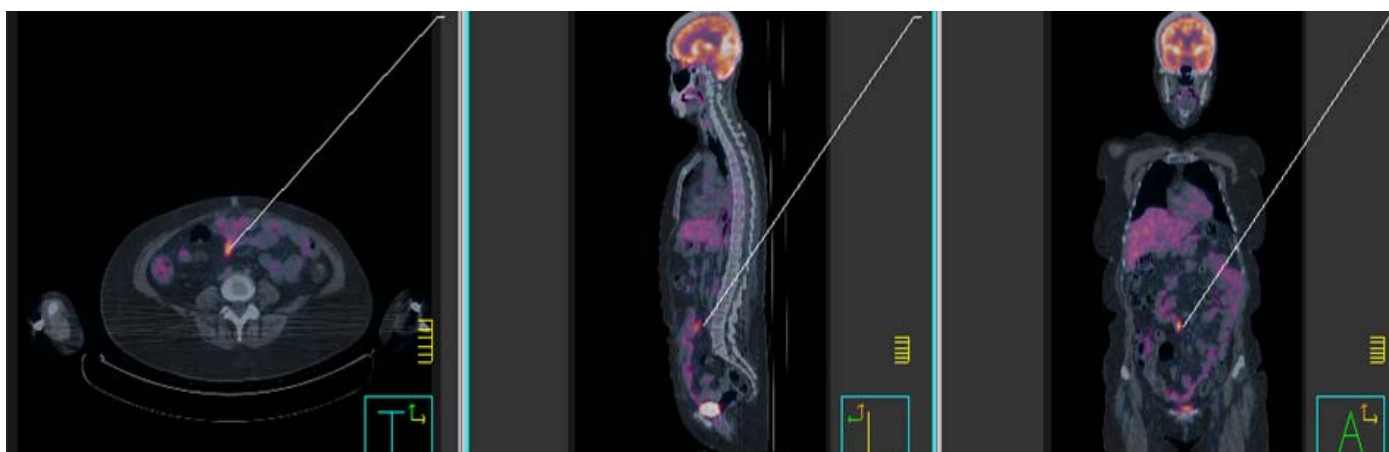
PET-CT da paciente Y0079T005. Observa-se área de concentração anômala do ^{18}F -FDG na região abdominal correspondendo a localização de área nodular adjacente à alça intestinal com SUV máximo de 7,09 e corresponde a sítio de atividade metabólica celular anormal local (lesão em atividade).
